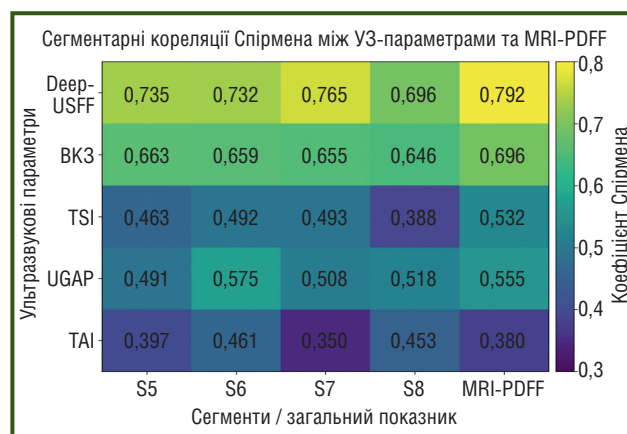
Теплова карта сегментарних кореляцій Спірмена між параметрами КУТ і MRI-PDFF
